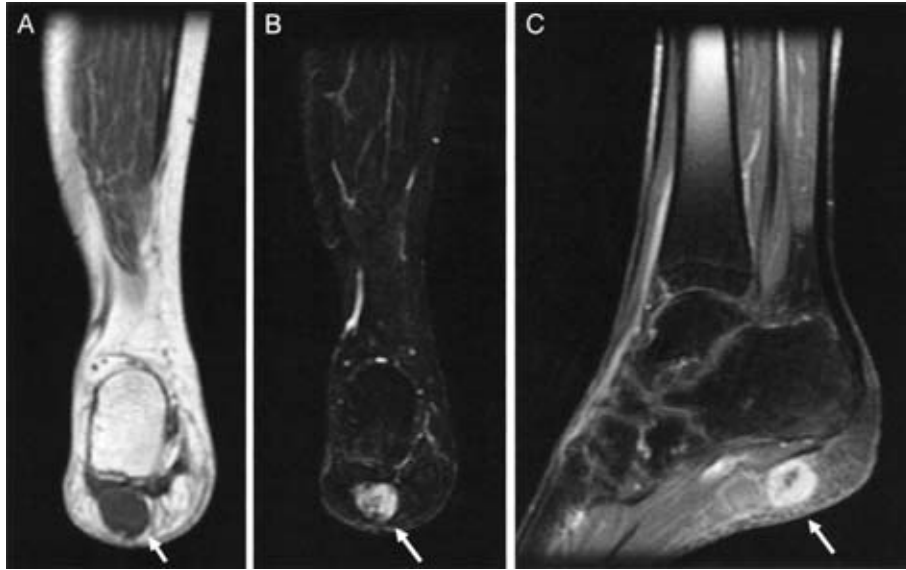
MRI images (coronal and sagittal sections) of the right foot.
